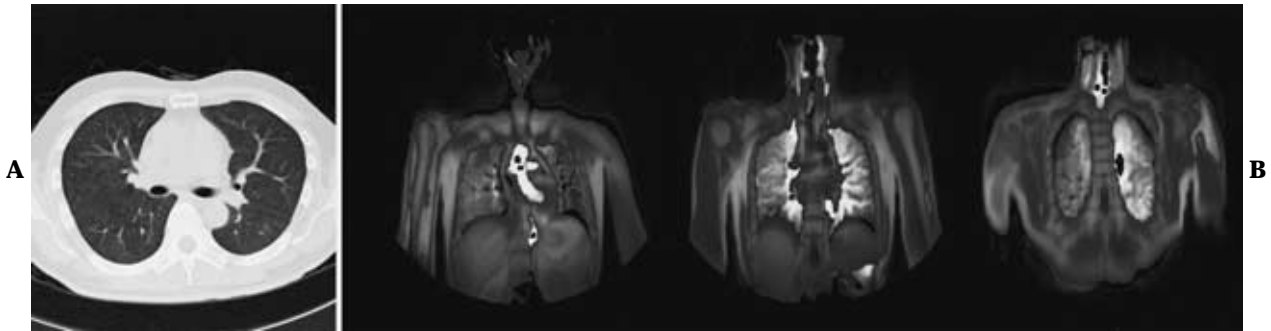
45-year old non-smoking subject. A : Routine CT demonstrates no low attenuation areas in the both lungs. B : Oxygen-enhanced MRI finding (L to R: anterior to posterior) clearly demonstrate homogeneous and high oxygen-enhancement in both lungs.
